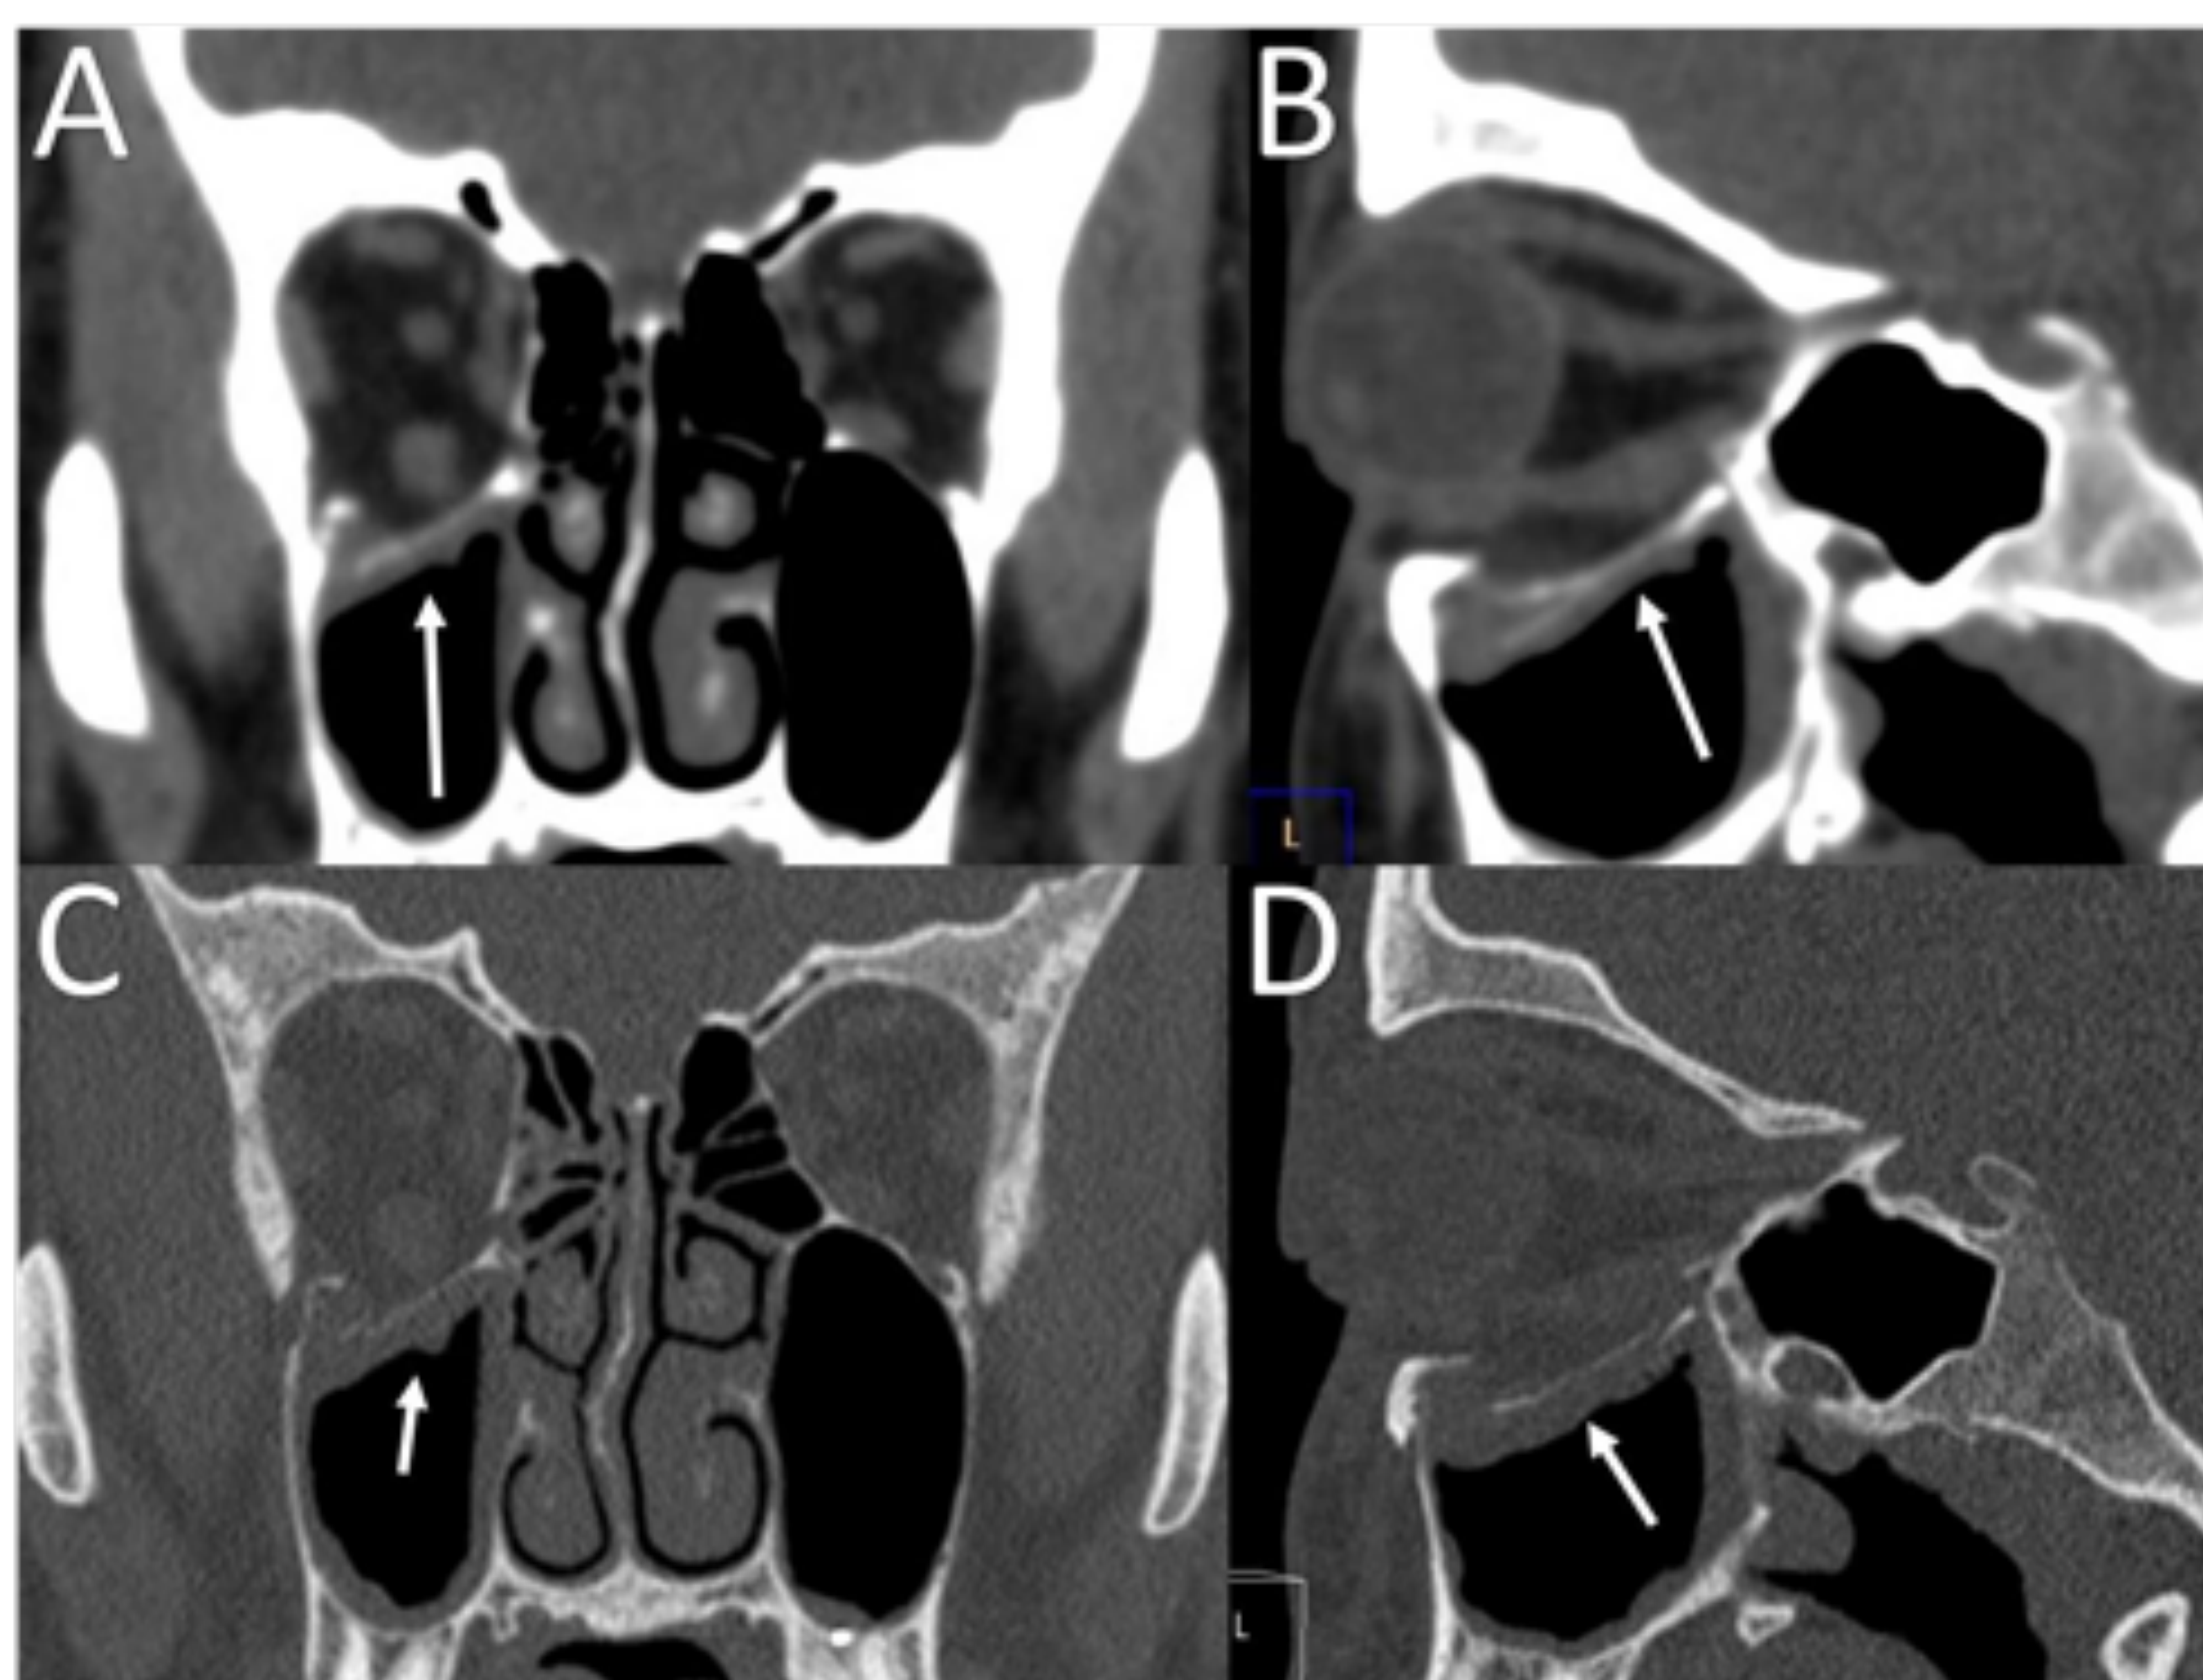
fractura tipo “blow out” del suelo orbitario. A, B, C y D: TC coronal y sagital ventanas de partes blandas (A,B) y hueso (C,D). Fractura del suelo de la órbita derecha (flecha), con la grasa y un fragmento óseo desplazados en el seno maxilar. Leve descenso del músculo recto inferior, que aparece deformado.
